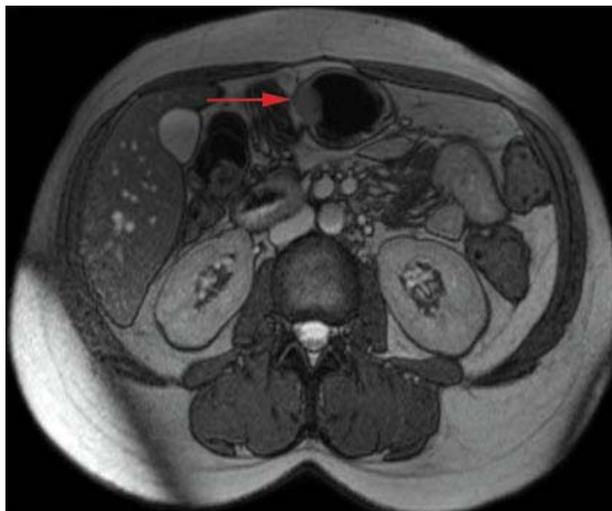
Resonancia nuclear magnética (RNM) de abdomen.
